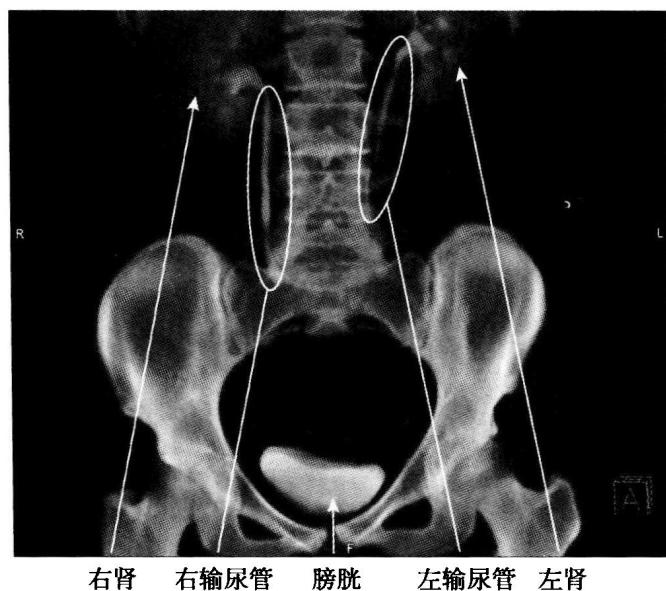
这是将多张 CT 图像结合在一起重建的影像，看起来像被检查者直接站在你对面（冠状面）。这张图是延时显像，描述造影剂在肾集合排泄系统内的影像。
